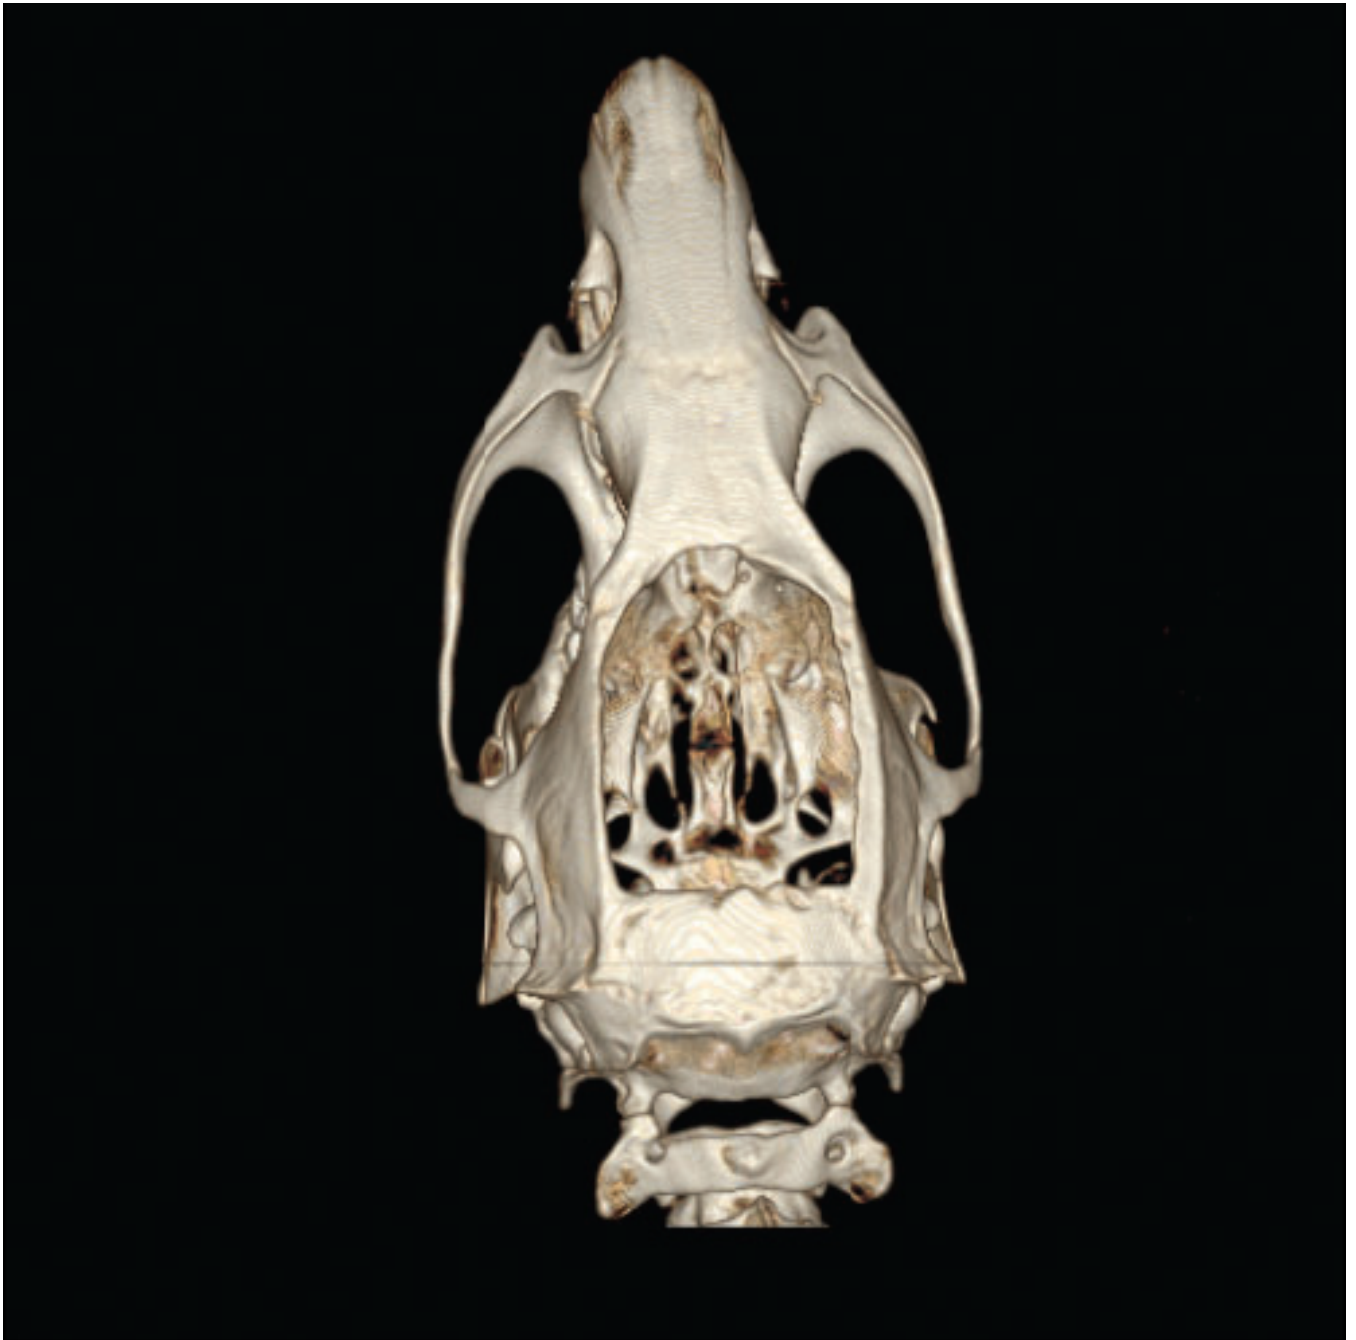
Dreidimensionale Rekonstruktion des Rattenschädels nach ausgedehnter Kraniektomie mittels eines hoch auflösenden volumetrischen Computertomographen (CT) [26].*
